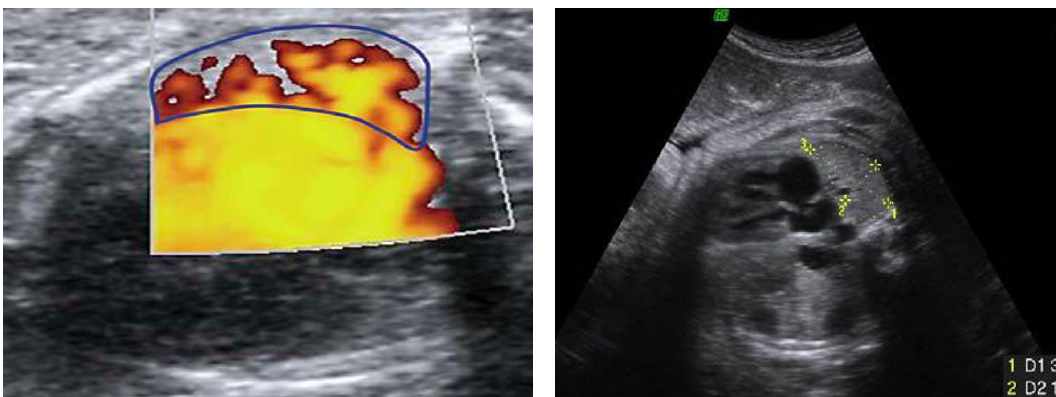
Esquerra: Power-doppler de l'àrea d'interès (línia blava) on s'estima la perfusió pulmonar amb la FMBV (fracció sanguínia en moviment). Dreta: Imatge del pulmó i del cor en la visió estàndard de les quatre cambres cardíques.¹⁶⁶
